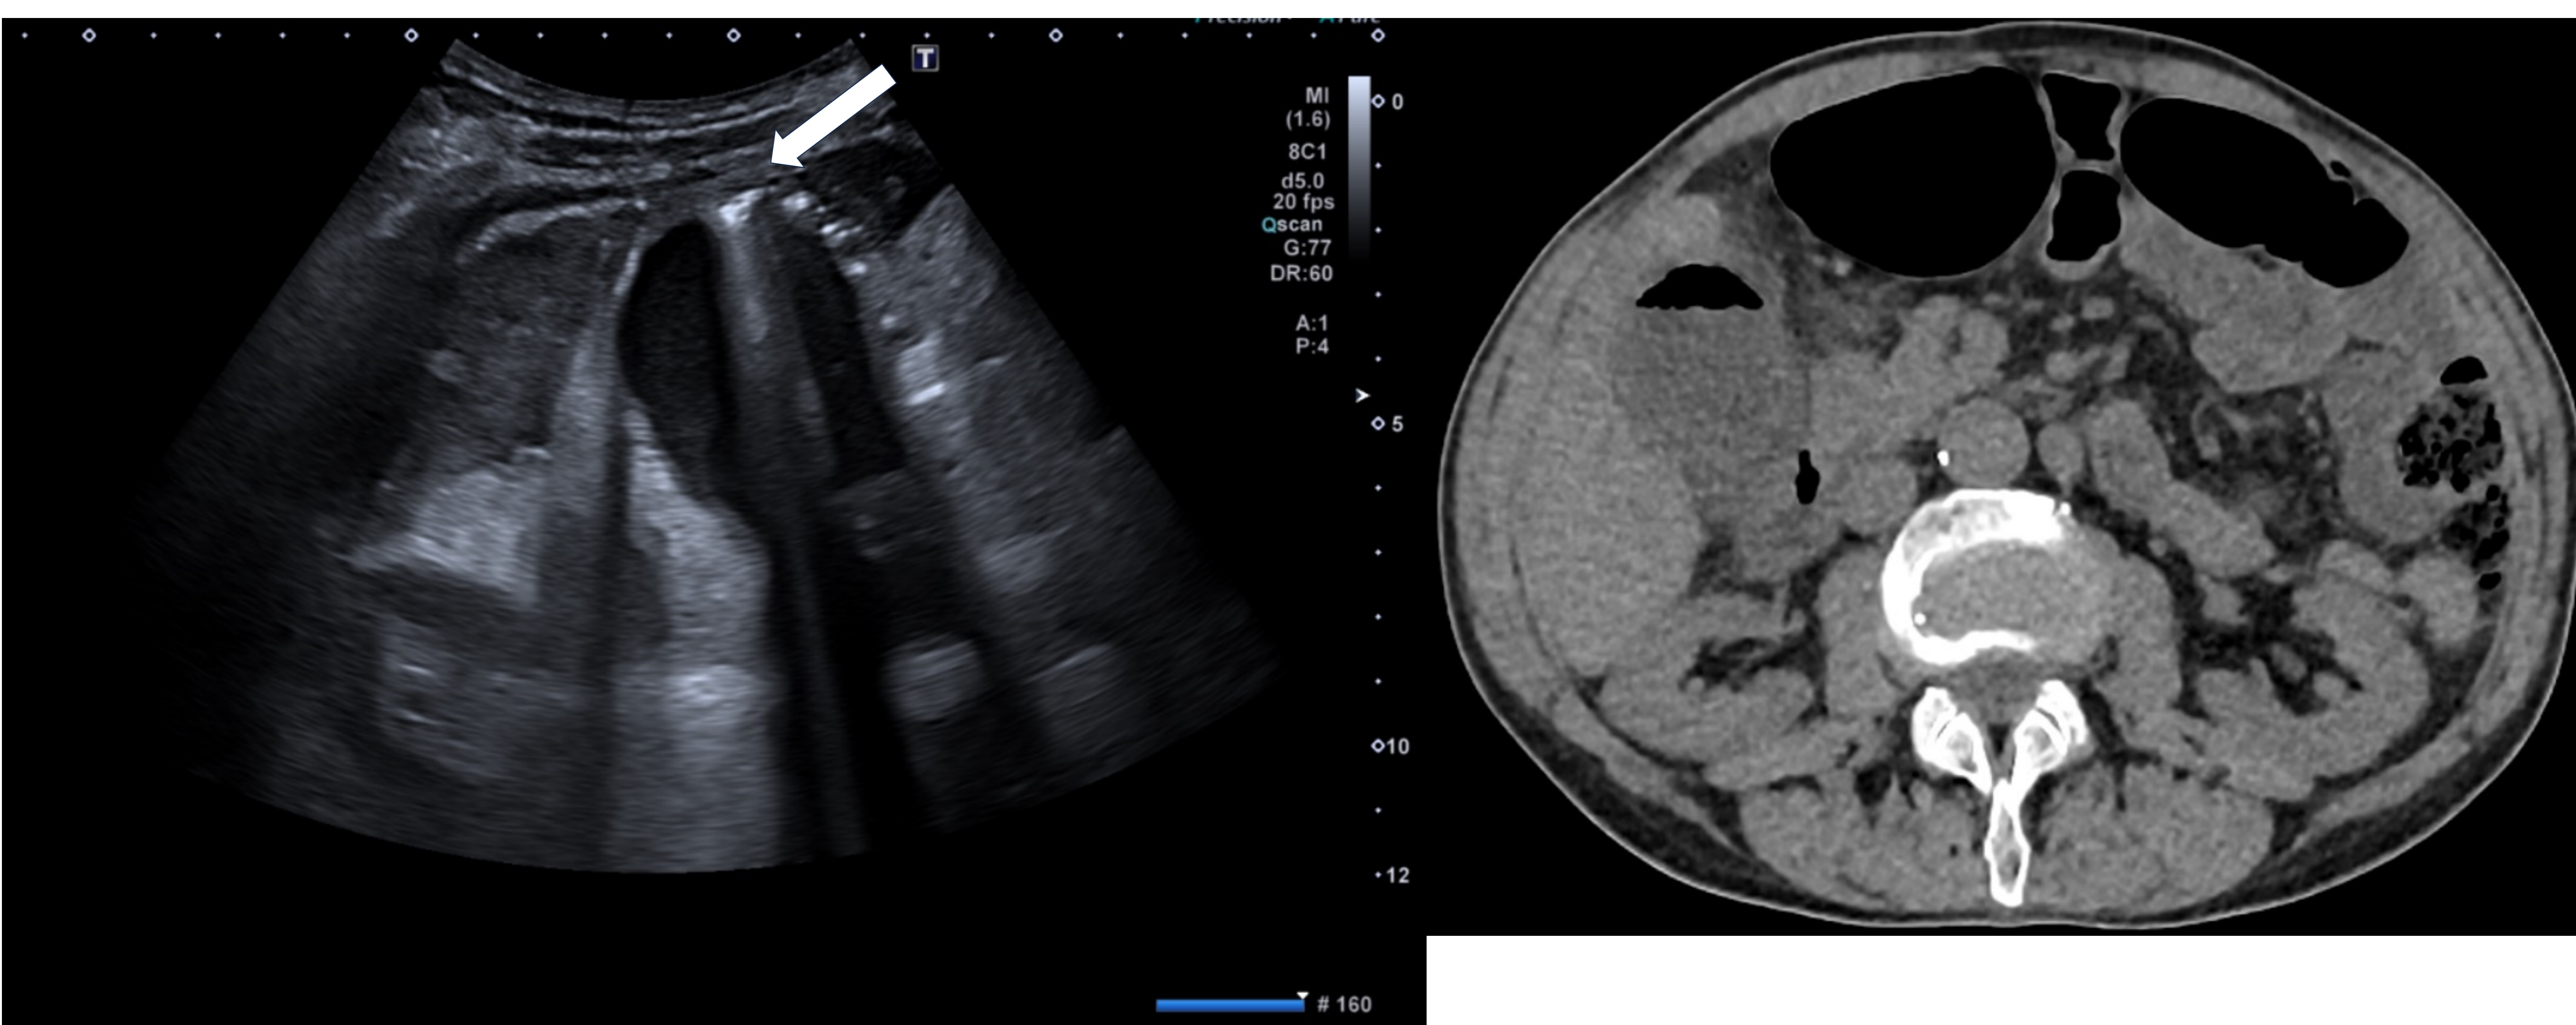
Paciente de 74 que acude por dolor abdominal localizado en epigastrio y hipocondrio derecho, náuseas y vómitos. Se exponen imágenes de ecografía y TC en donde se evidencia la vesícula biliar marcadamente dilatada, con paredes engrosadas, gas visualizado con artefacto en “cola de cometa” en ecografía (flecha blanca) y en el TC, y litiasis/barro biliar en su interior y cambios inflamatorios en la grasa circundante compatibles con colecistitis gangrenosa confirmada por cirugía.
